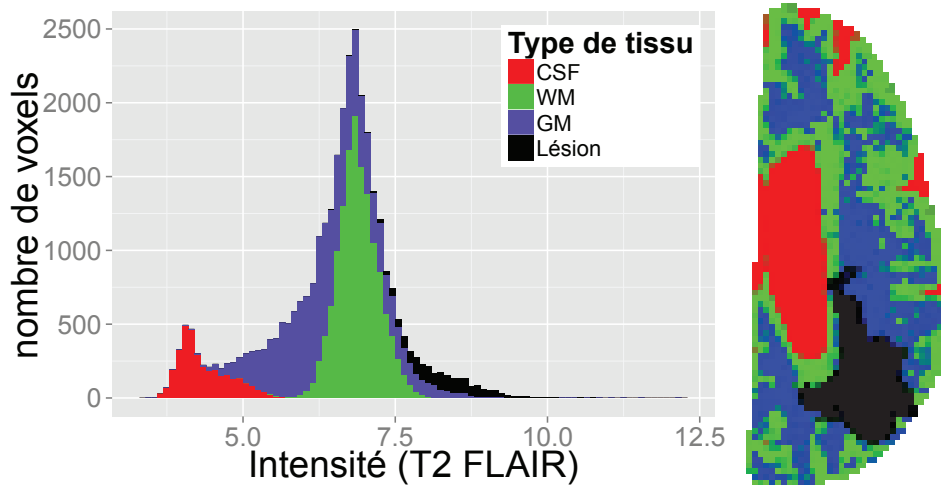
14 – Groupes formés par le modèle de mélange sans prise en compte de l'information spatiale (1^{ère} ligne) puis en imposant une géométrie régulière des groupes (2nd ligne). La 1^{ère} colonne indique l'histogramme d'intensité de chacun des groupes et la 2nd colonne représente le résultat de la segmentation sur la coupe 15 du patient "009". Les paramètres IRM correspondant sont représentés à la dernière ligne de la figure III.1 page 95.
